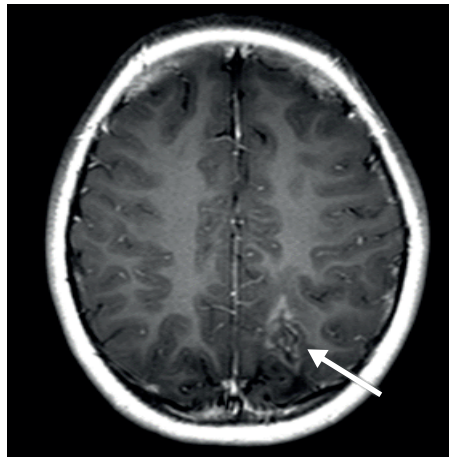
Brain magnetic resonance imaging 41 days after operation. T1-weighted image shows marked reduction of peripheral enhancing lesion at previous abscess site (arrow).
